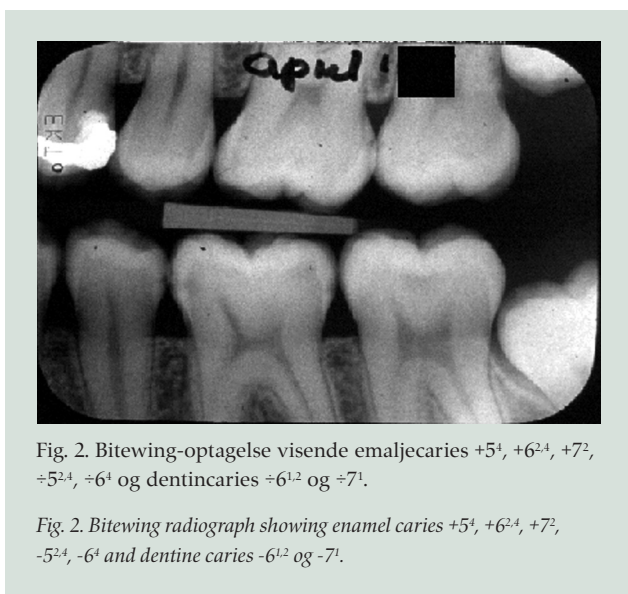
Bitewing-optagelse visende emaljecaries +5⁴, +6^{2,4}, +7², +5^{2,4}, +6⁴ og dentincaries +6^{1,2} og +7¹.
